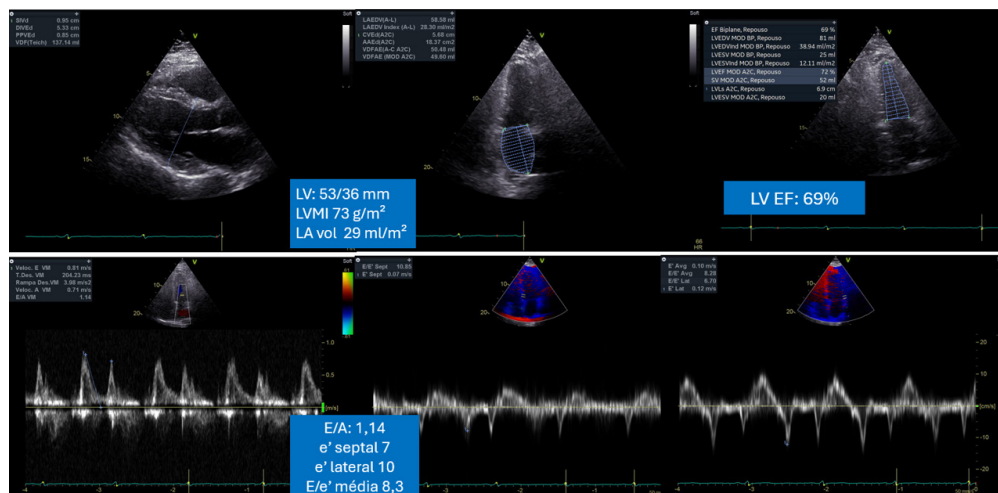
Ecocardiografia de repouso de paciente hipertenso, diabético, ex-tabagista com queixa de dispnéia aos esforços moderados (fonte: banco de imagens do IDPC).
